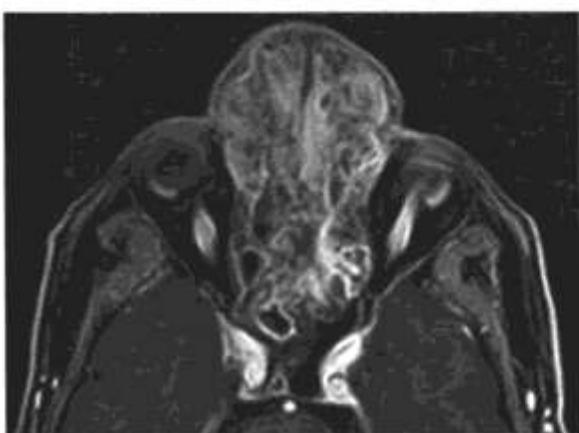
МРТ, аксиальная проекция.
